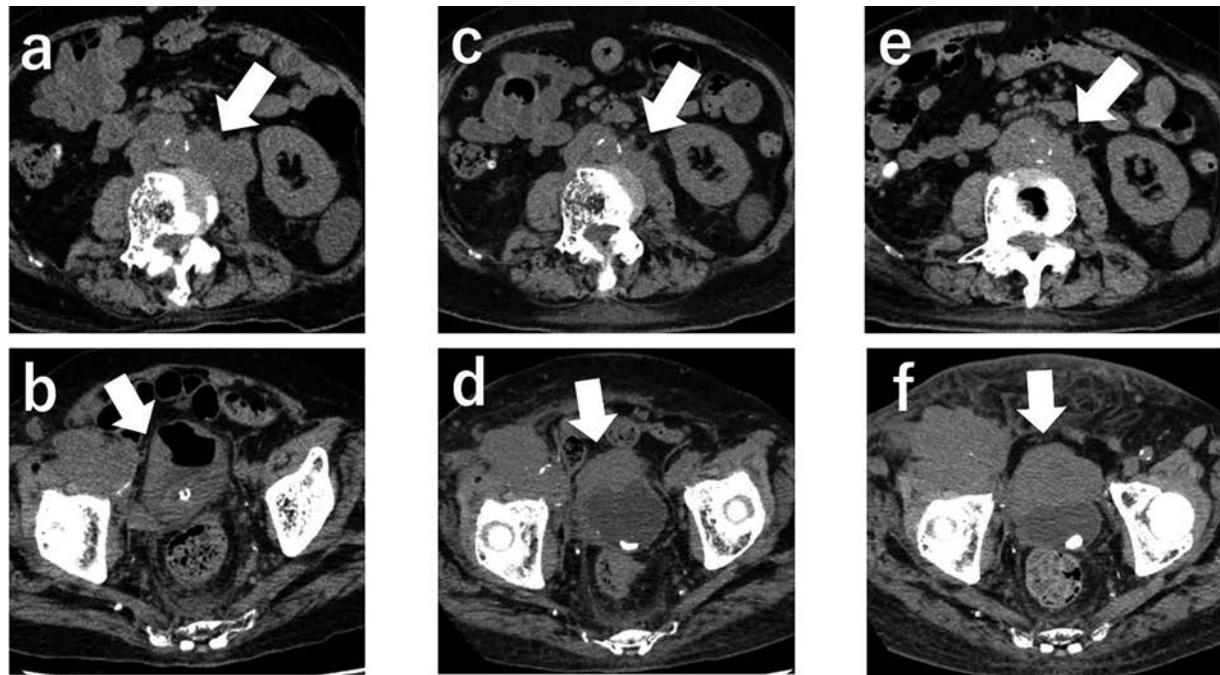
Before pembrolizumab administration, computed tomography (CT) revealed enlarged para-aortic lymph node metastasis (a) and a new ventral bladder metastasis (b). After six courses of pembrolizumab, CT revealed shrinkage of the para-aortic lymph node metastasis (c), although ventral bladder metastasis (d) had increased in size. After 13 courses of pembrolizumab, CT revealed enlargement of all lesions, including the para-aortic lymph node metastasis (e) and ventral bladder metastasis (f).
